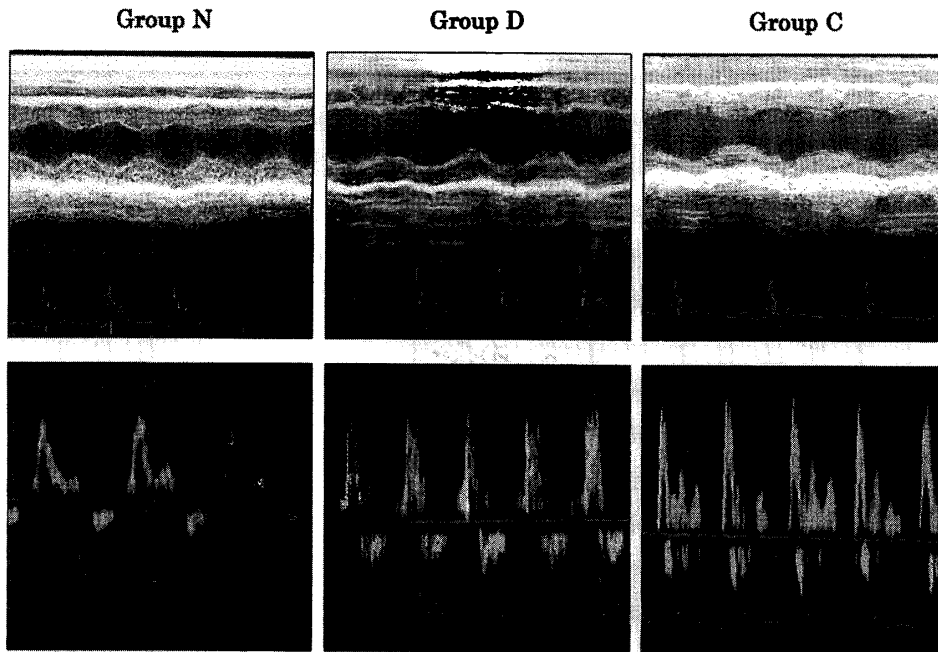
心エコー法(上段)及びドップラー法によるE/A(下段)
